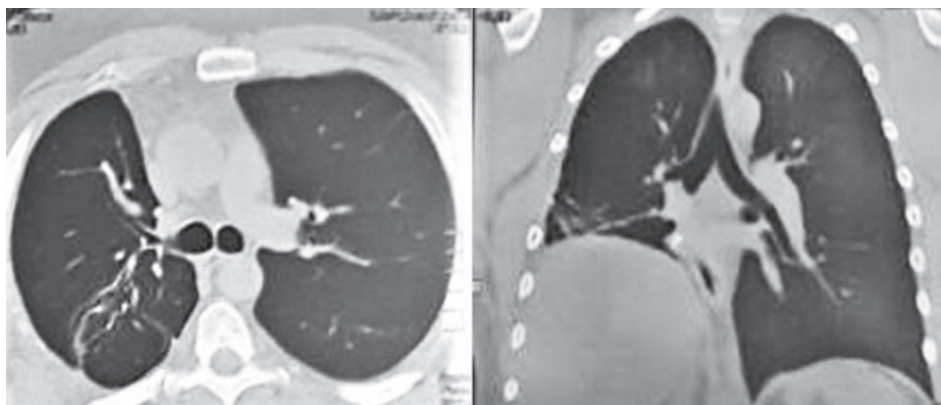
КТ ОГП через 2 тижні після операції (оперована легень розправлена, пневматизація паренхіми відновлюється)
